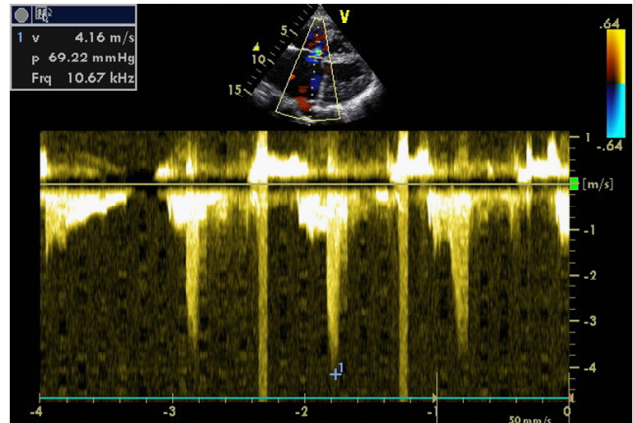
échocardiographie doppler de la valve tricuspide objectivant une hypertension artérielle pulmonaire importante.
